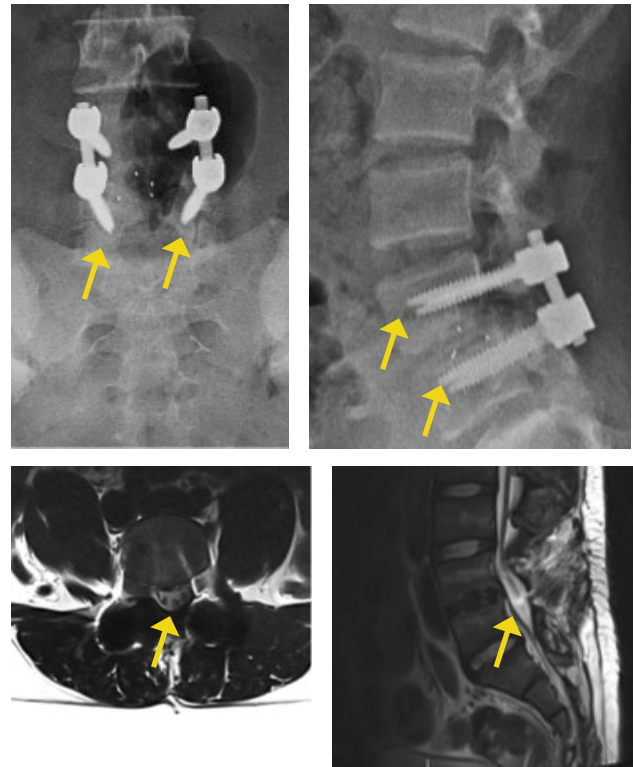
Estudio con RM muestra HNP L4-L5 de base amplia en contexto de canal estrecho congénito
